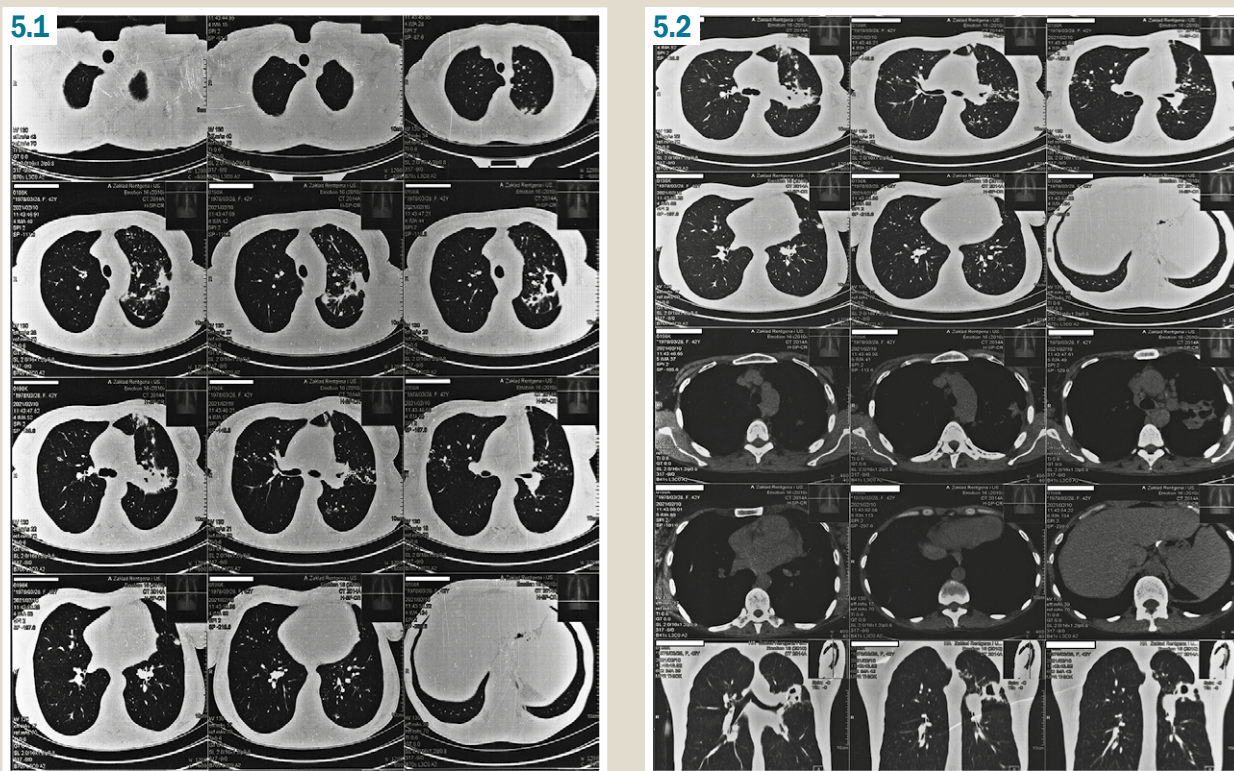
Chest CT from 10.02.2021 before the surgical treatment.
